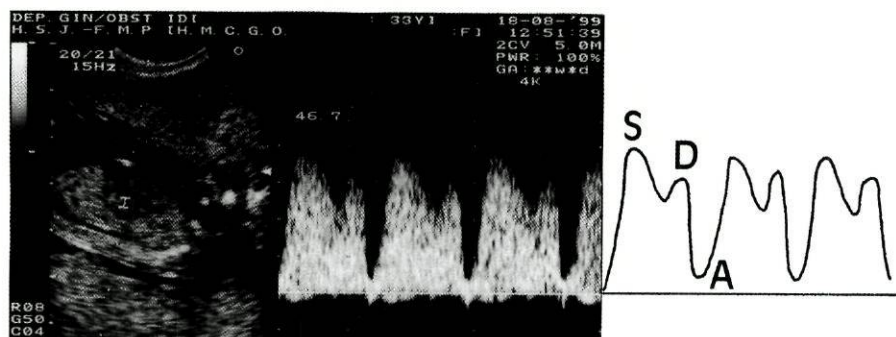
Onda de fluxo obtida por Doppler pulsado no ducto venoso de um feto às 12 semanas, evidenciando um padrão normal, traduzido por uma onda bifásica e pela presença de “onda” A positiva (fluxo anterógrado) durante todo o ciclo cardíaco.
